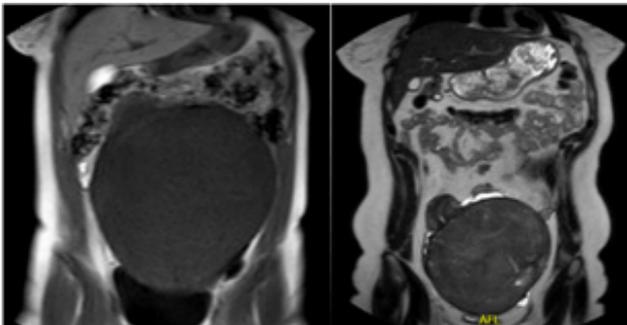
a: Resonancia magnética de abdomen y pelvis inicial Figura; b: RMN de Abdomen y pelvis post tratamiento con acetato de leuprolide.
